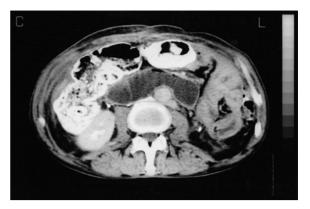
Syndrom der zuführenden Schlinge. In der CT stellt sich die dilatierte Schlinge als große zystische Läsion in der Duodenalloge dar. Der Nachweis von spiegelbildender Luft schützt den Beobachter vor der Verwechslung der Schlinge mit Pankreaszysten
